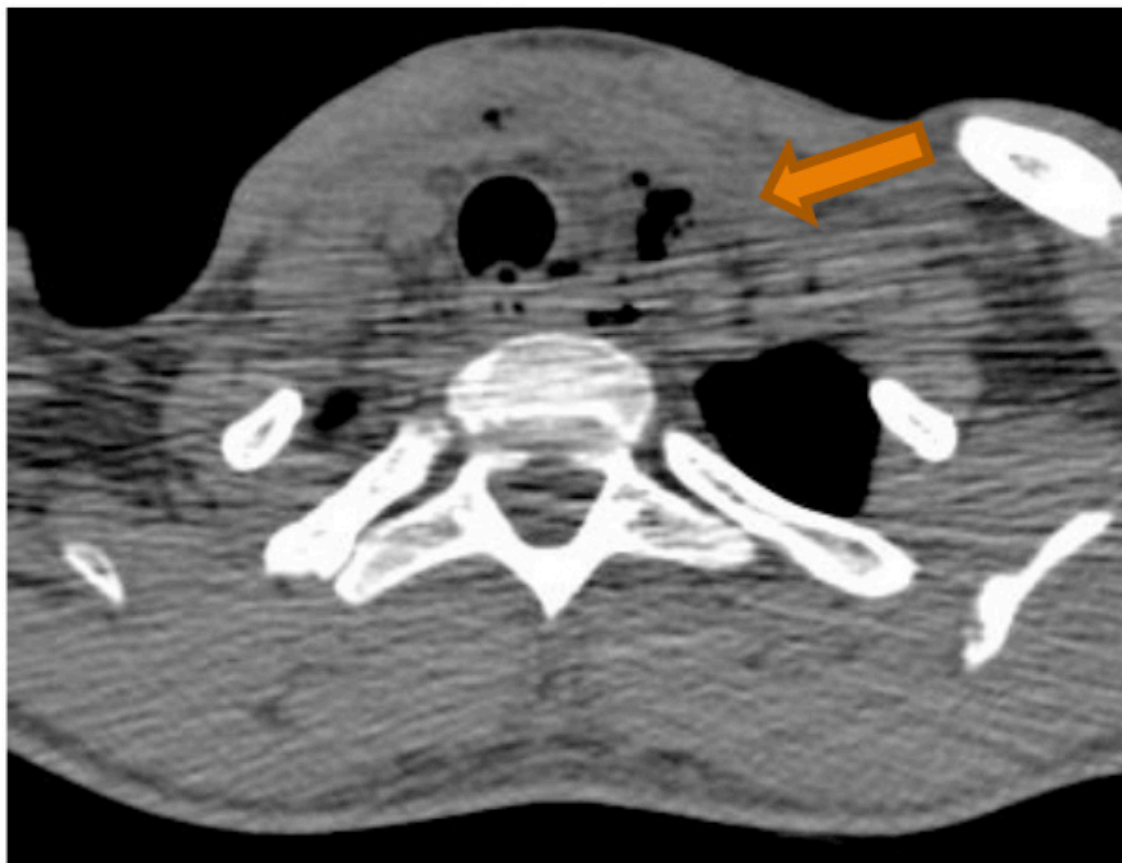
Tomografia computadorizada de região cervical e tórax
